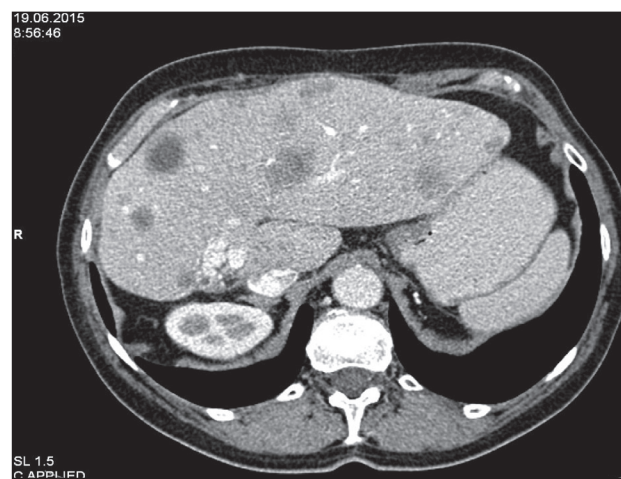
КТ органов брюшной полости, июнь 2015 г.
